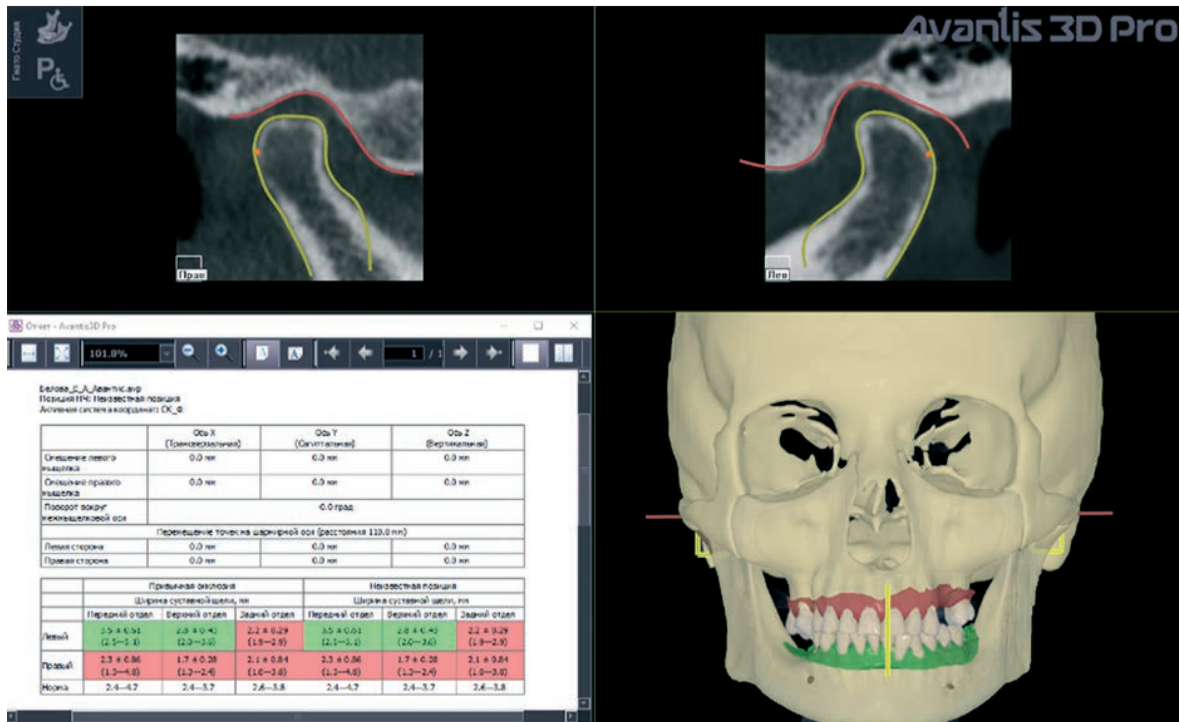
Анализ компьютерной томограммы в программе Avantis исходной ситуации
